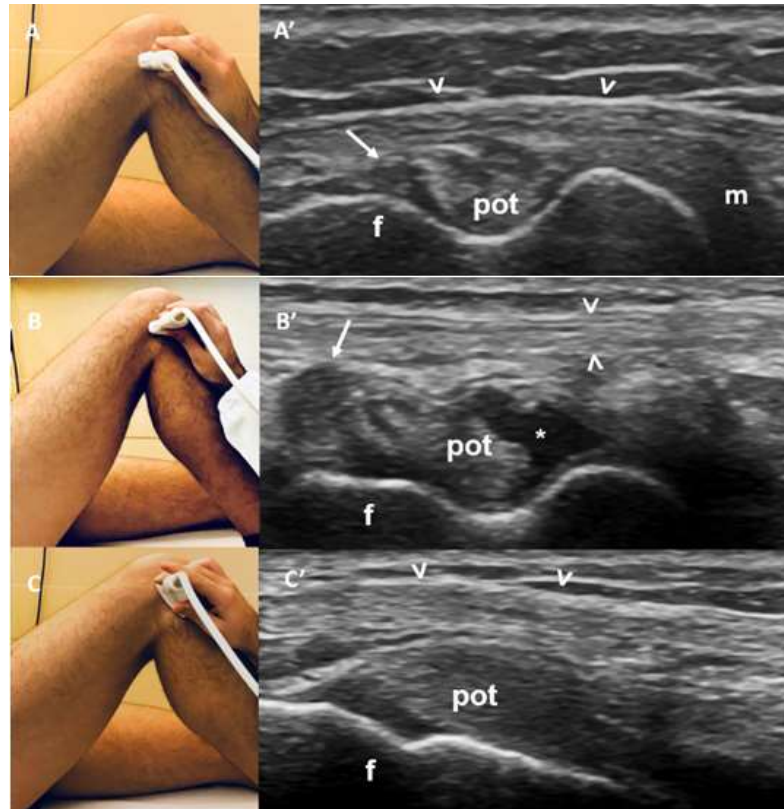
Scansioni trasversali e longitudinali della regione del solco popliteo. In posizione trasversale (A, B), il protocollo di scansione include il movimento della sonda ecografica dalla porzione superiore del solco popliteo (A-A') a quella inferiore (B-B'), utilizzando la banda ileotibiale (punte di freccia) come punto di repere ecografico. Nelle scansioni longitudinali (C-C'), la regione del solco popliteo è stata valutata utilizzando l'inserzione del tendine popliteo sul condilo femorale laterale del ginocchio come punto di repere ecografico. Legenda. freccia: legamento collaterale laterale; asterisco: recesso sub-popliteo; f: femore; m: menisco; pot: tendine popliteo.
